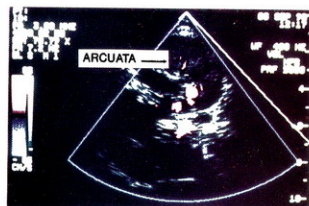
Visualización Doppler color a nivel de arterias arcuatas (periféricas).
